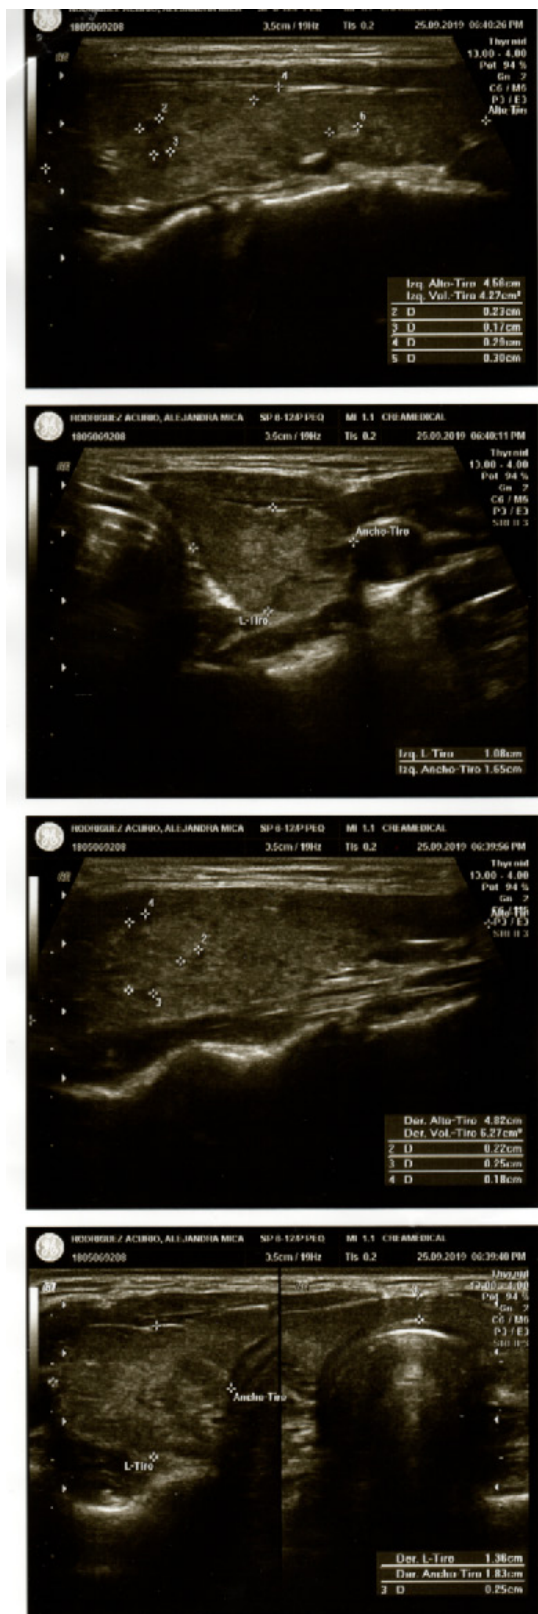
Ecografía de tiroides de la paciente en la que se evidencian múltiples nódulos.
